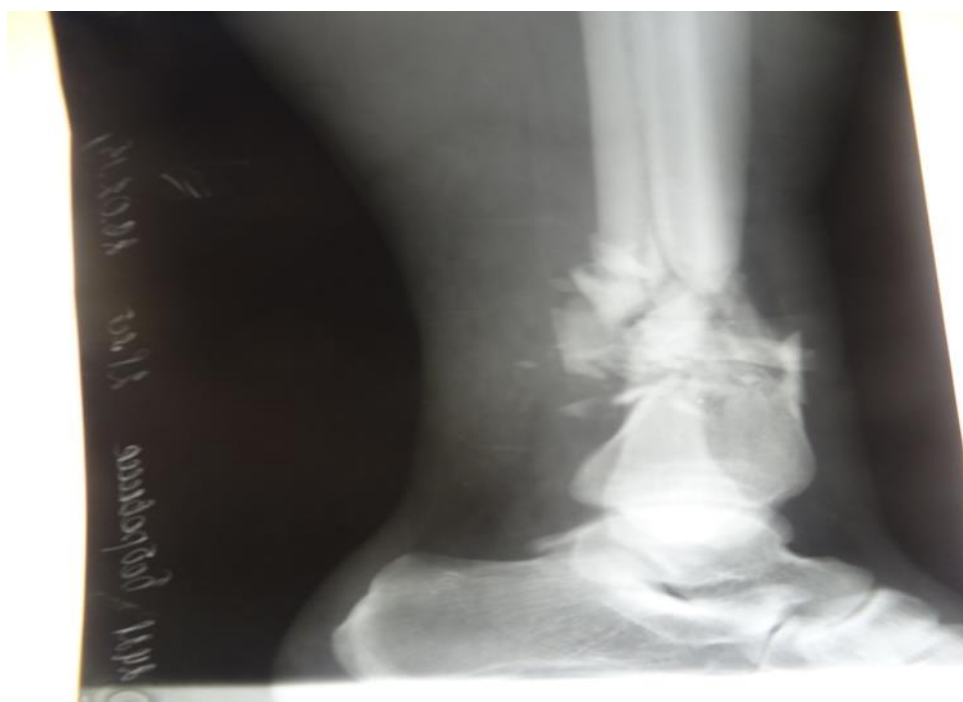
Рентгенографія кісток лівої гомілки пораненого Б.
